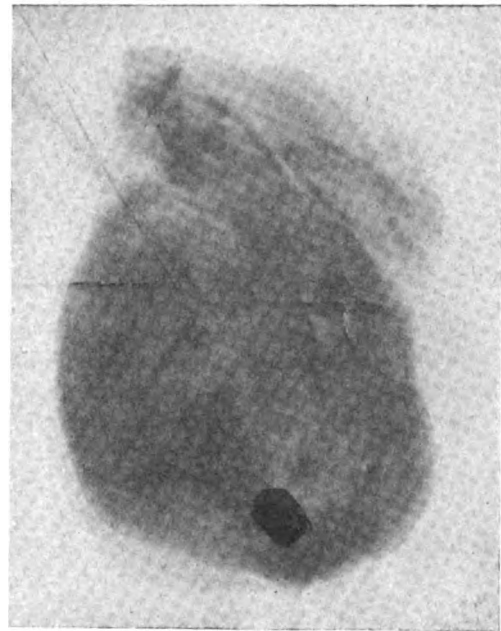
Radiographie du cœur, après autopsie.
